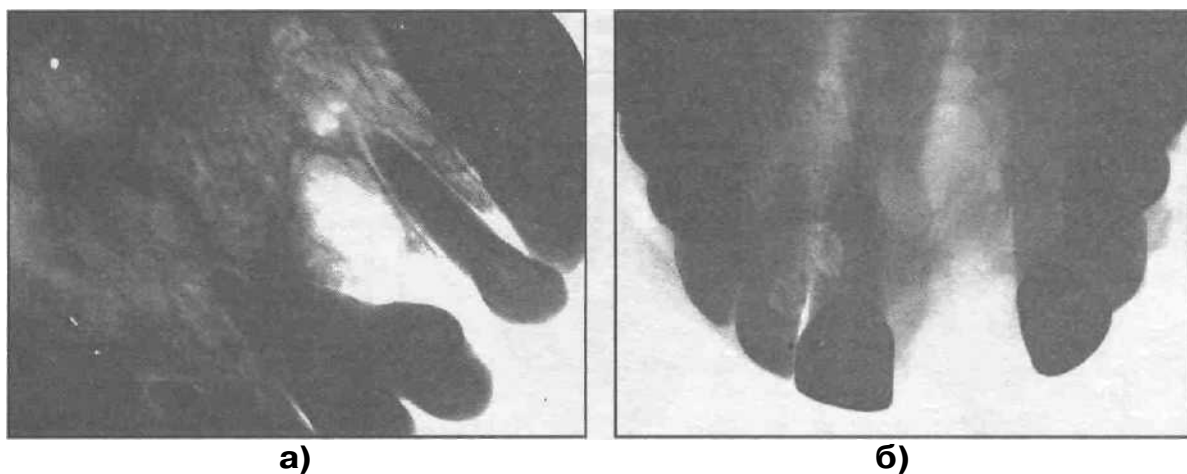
Рентгенограммы верхней челюсти больных с резидуальными кистами (а, б).
